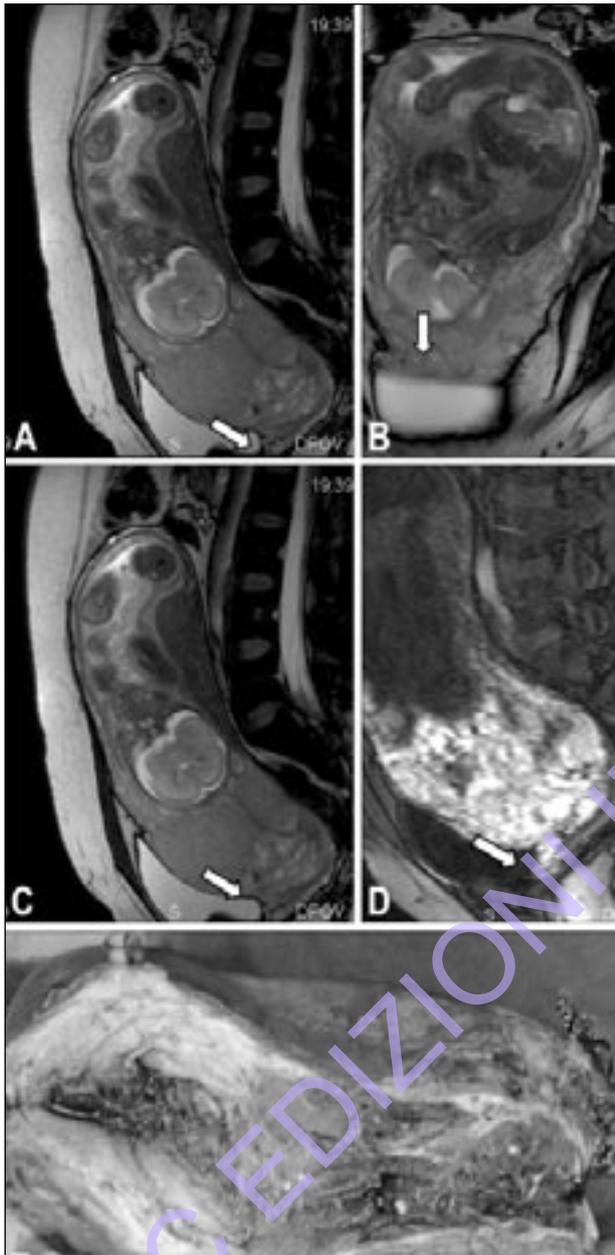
Confronto fra immagini RM e riscontro anatomopatologico.
